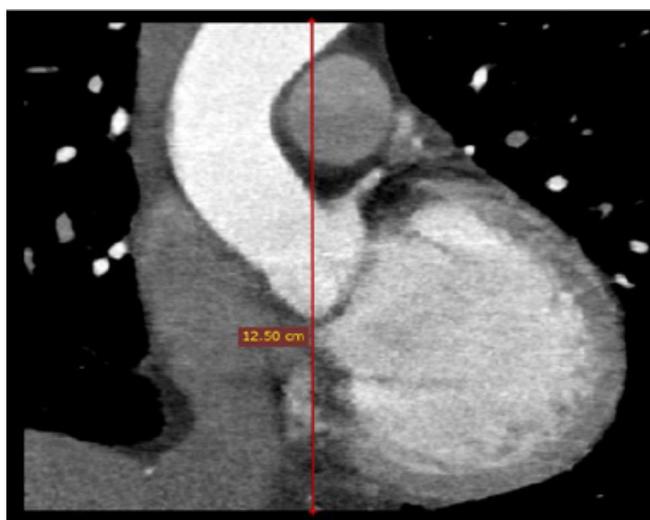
Longitud de adquisición. Medida de la longitud de adquisición de una angi tomografía de arterias coronarias.
